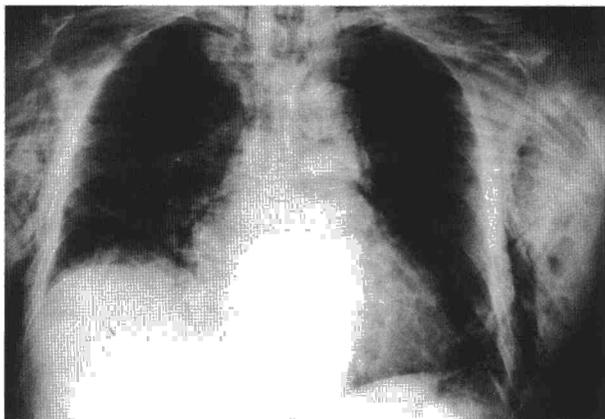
Radiografía de tórax. Enfisema subcutáneo y mediastínico.
